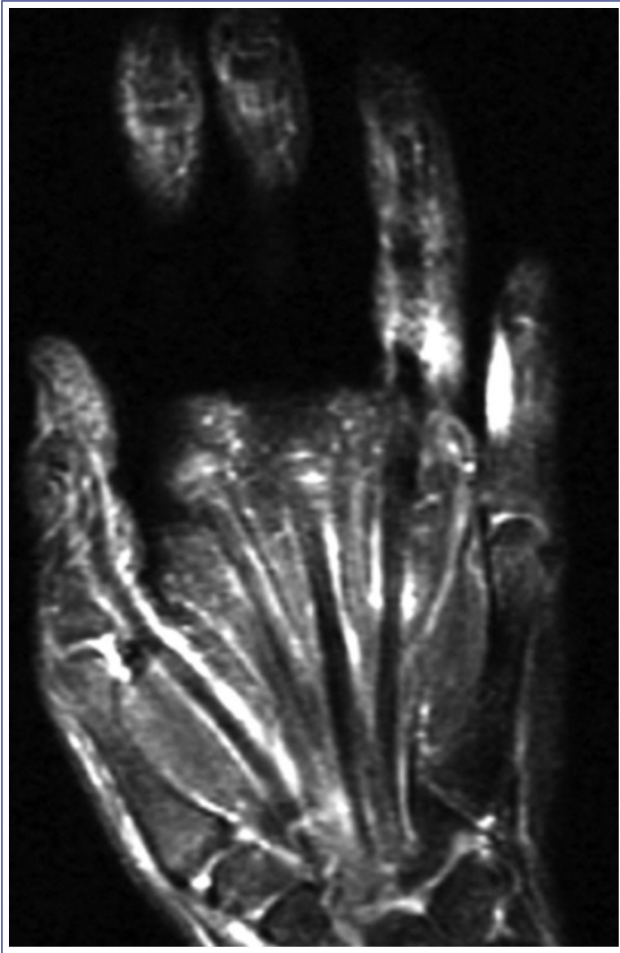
Corte coronal de una RM en T2 con supresión de grasa. Obsérvese la sinovitis de todos los flexores, desde la muñeca a los dedos. La contractura en flexión de las articulaciones interfalángicas proximales impide ver la sinovitis en algunos dedos.
